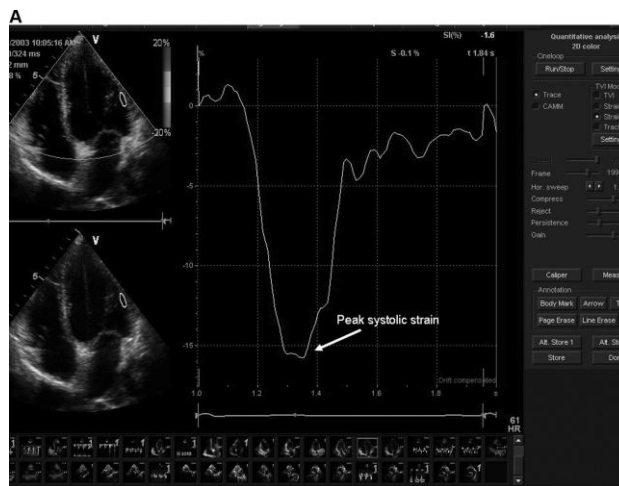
Strain longitudinale con metodica Tissue Doppler a livello laterale medio del ventricolo sinistro in un soggetto normale
